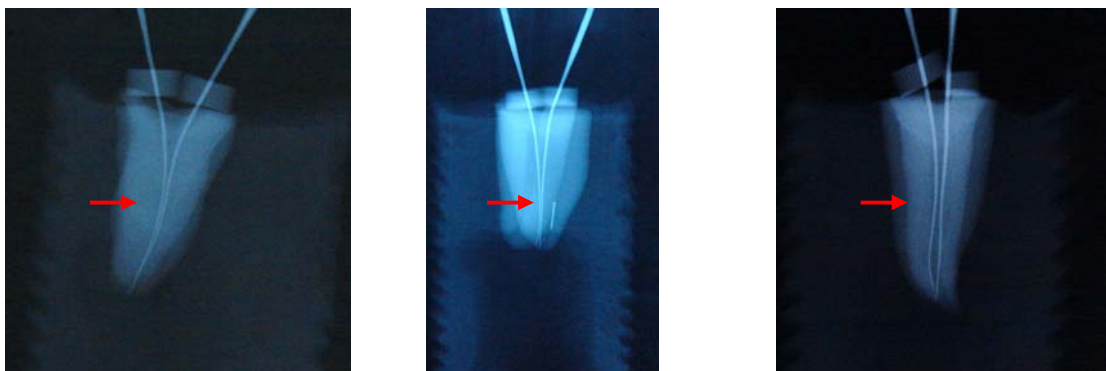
Radiografías mesio- distal de cuerpos de prueba eliminados de la muestra. Obsérvese la presencia de un solo conducto.
